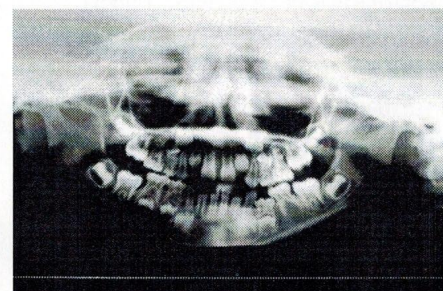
Radiografia panorâmica mostrando infra-oclusão do dente 74, com perda de espaço, conseqüência da inclinação dos dentes vizinhos.
